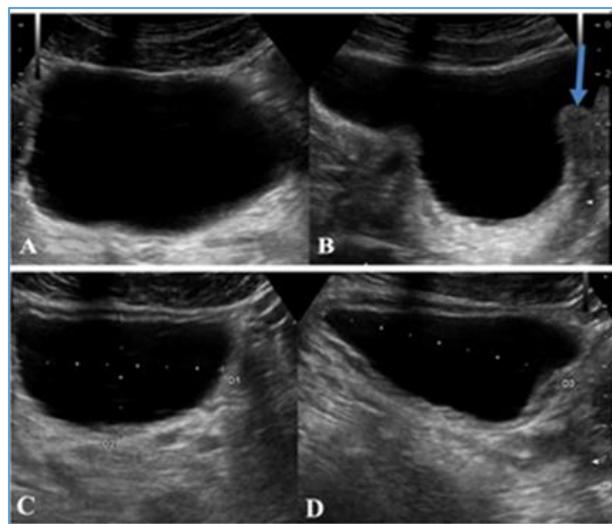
RPM significatif. Échographie pelvienne par voie sus pubienne, coupes axiales (A, C) et sagittales (B, D) chez un patient de 55 ans reçu pour dysurie, montrant une PPI (flèche) avec un RPM significatif à 173 cc (C, D).
